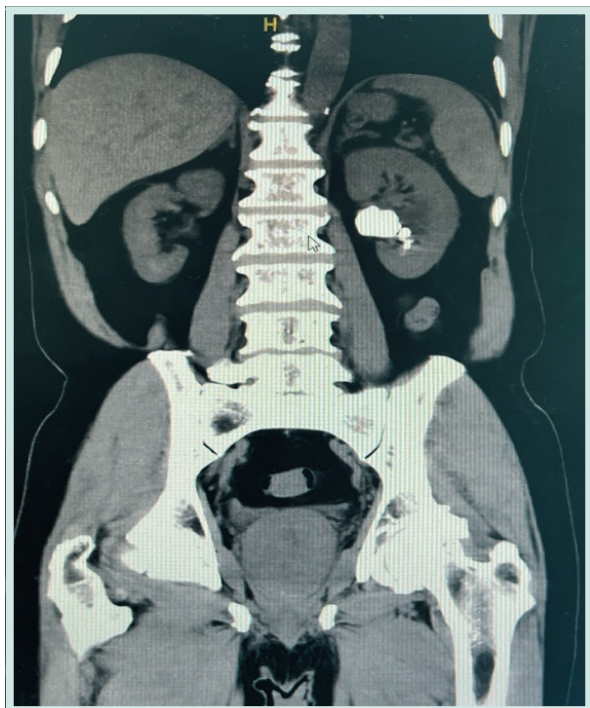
Tomografía preoperatoria
